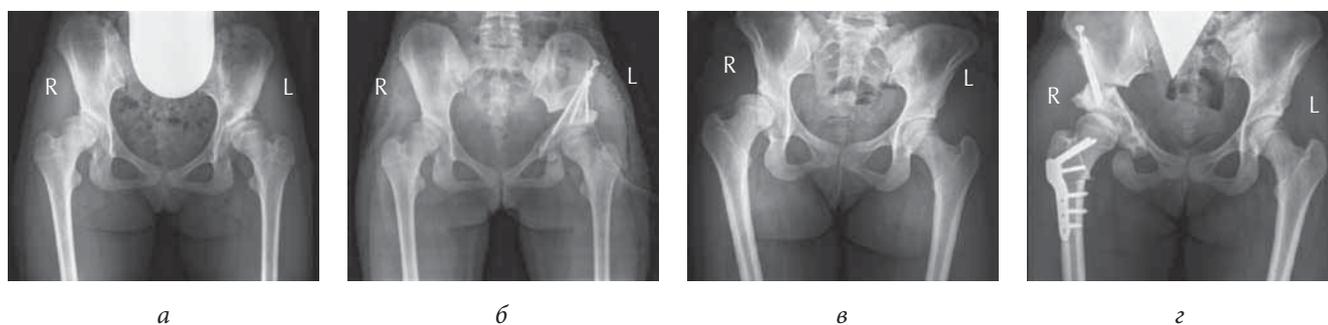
Рентгенография тазобедренных суставов в прямой проекции пациентов основной и контрольной групп: *а* — пациентка К., 14 лет, с диагнозом «Двусторонний диспластический коксартроз II стадии» до операции; *б* — пациентка К., 14 лет, после транспозиции вертлужной впадины после тройной остеотомии таза слева. Остеосинтез фрагментов маллеолярными винтами; *в* — пациентка С., 17 лет, с диагнозом «Правосторонний диспластический коксартроз IIa стадии» до операции; *г* — пациентка С., 17 лет, после транспозиции вертлужной впадины после тройной остеотомии в сочетании с корригирующей остеотомией бедренной кости справа. Остеосинтез фрагментов таза маллеолярными винтами, бедренной кости пластиной с угловой стабильностью (LCP pediatric hip plate)
